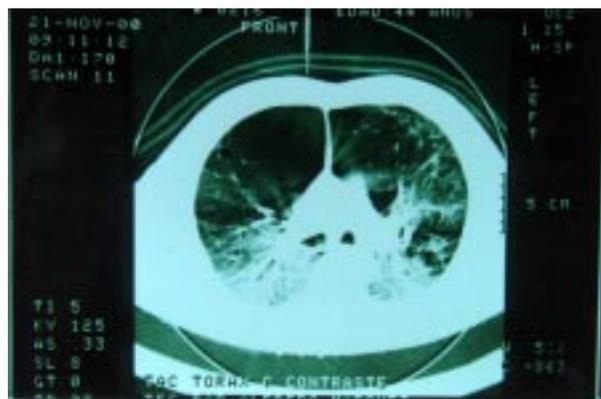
Tomografía axial computarizada de tórax, donde se observa la destrucción severa del parénquima pulmonar.
